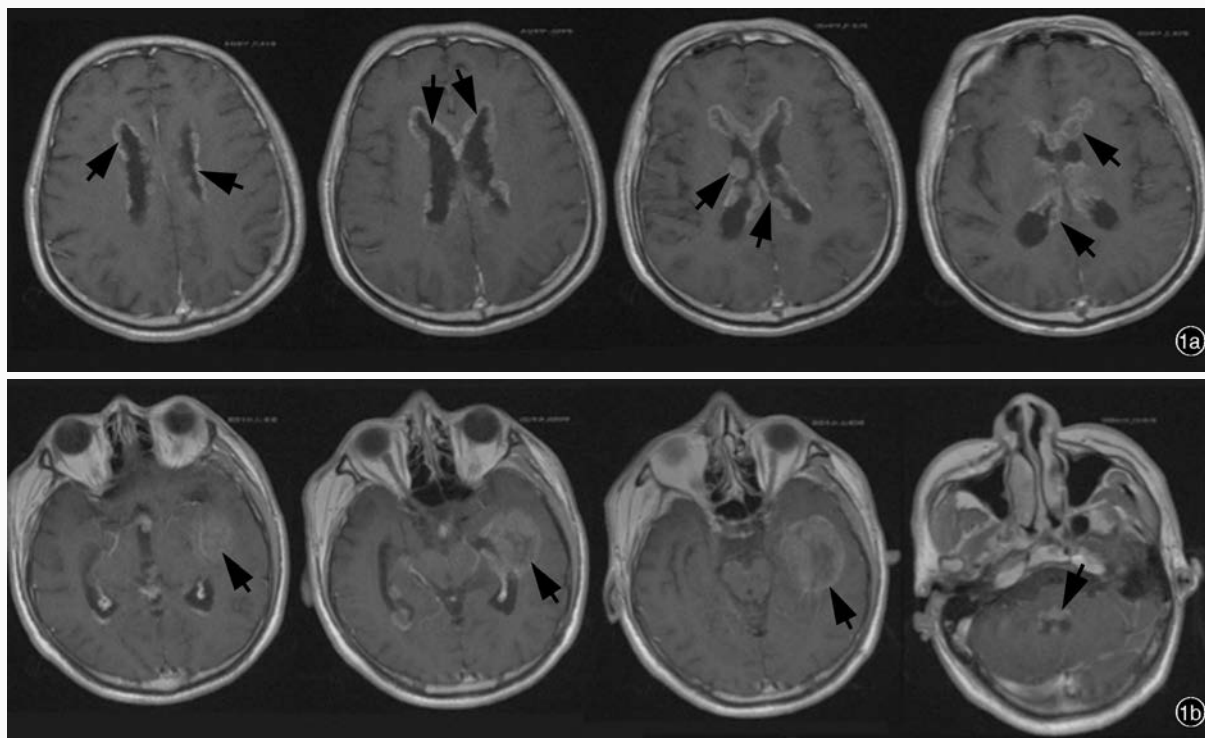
首次放射治疗前头部MRI检查所见(2015年8月14日) 1a 横断面增强T<sub>1</sub>WI显示,双侧侧脑室旁弥漫性脑膜转移灶,呈局部强化征象(箭头所示) 1b 横断面增强T<sub>1</sub>WI显示,左侧颞叶和第四脑室旁大体积脑转移灶,呈局部强化征象(箭头所示)
